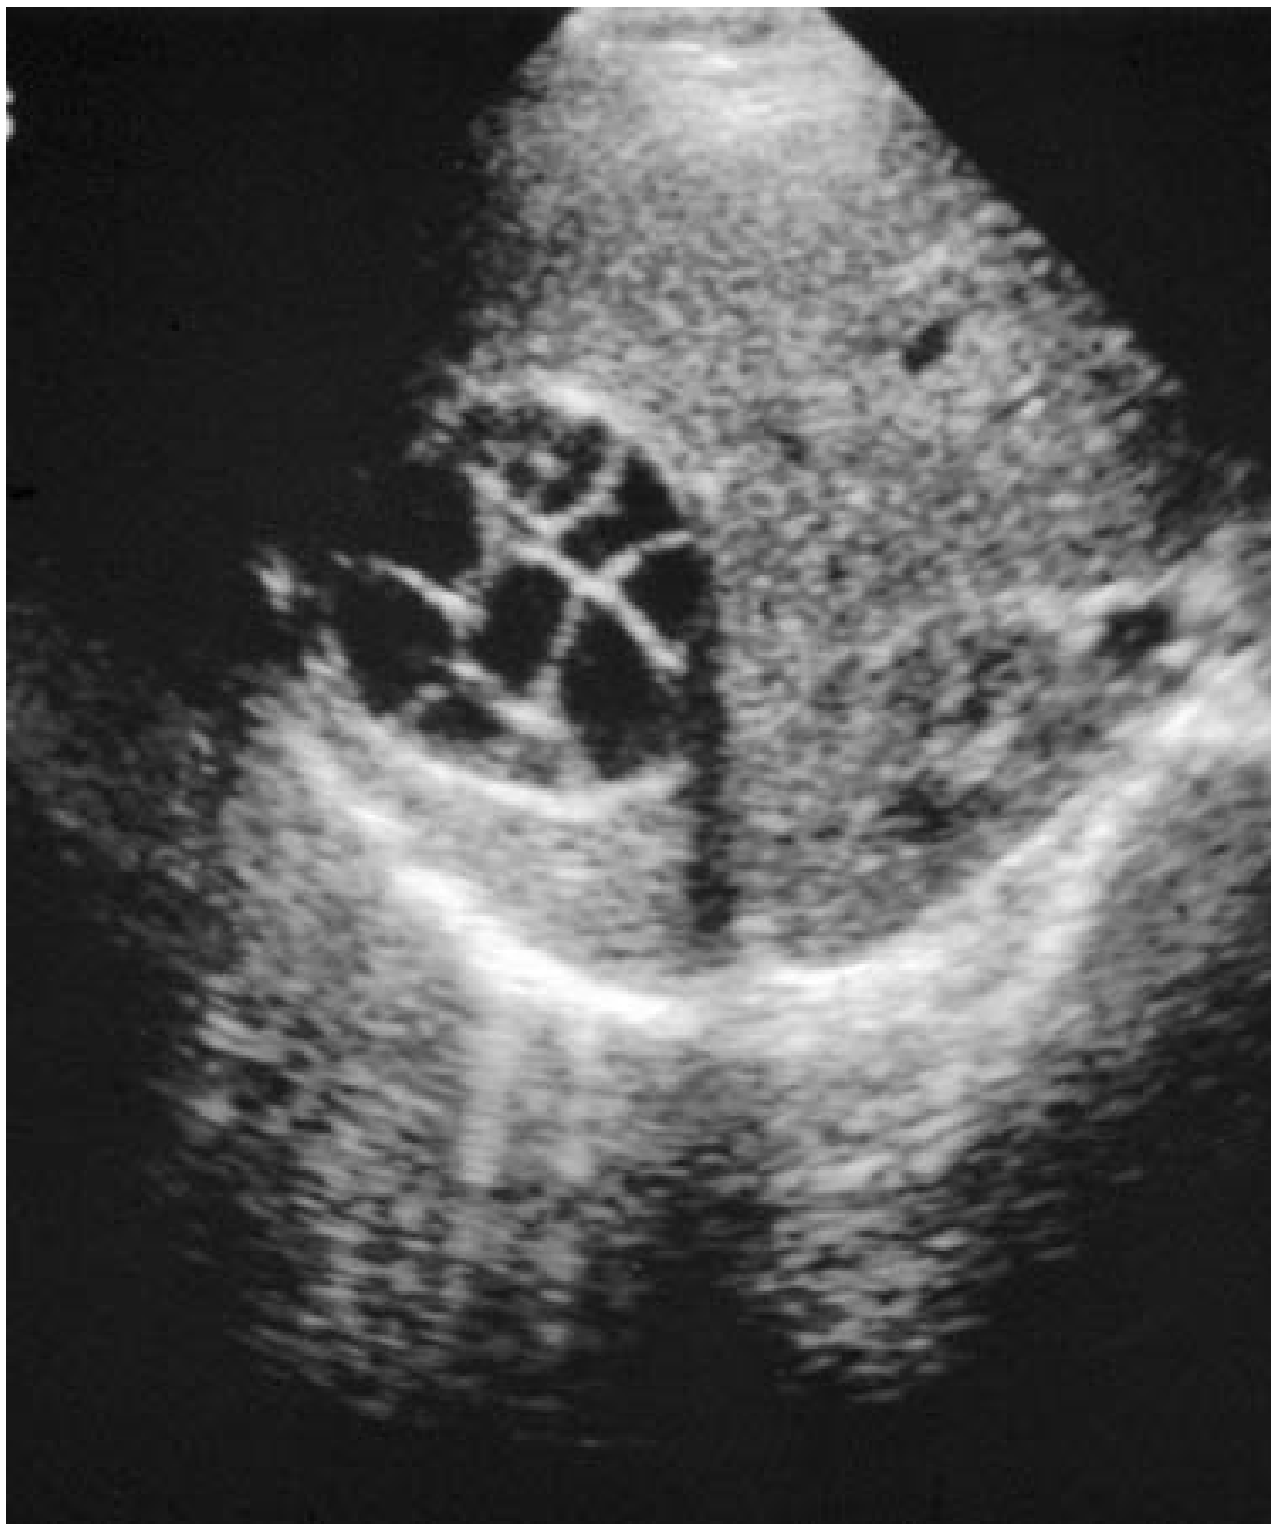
Equinococos do fígado com cisto filho na ultrassonografia: cistos multivesiculares, multiloculados, nos quais o cisto filho preenche completamente o cisto-mãe unilocular; o cisto produz uma estrutura semelhante a uma roda
